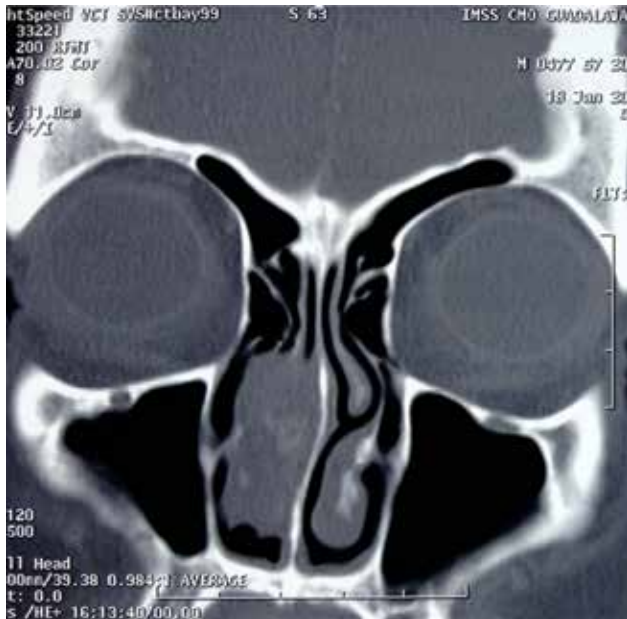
Tomografía de nariz y senos paranasales, corte coronal preoperatorio.
